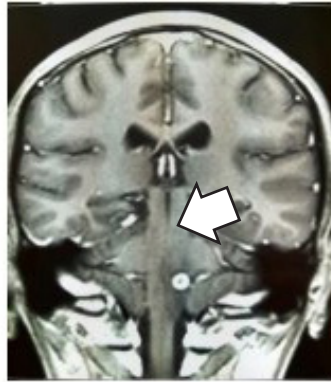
RMN de encéfalo contrastada. Se observa imagen captadora de contraste de 2-4 mm a nivel de mesencéfalo (flecha blanca).
